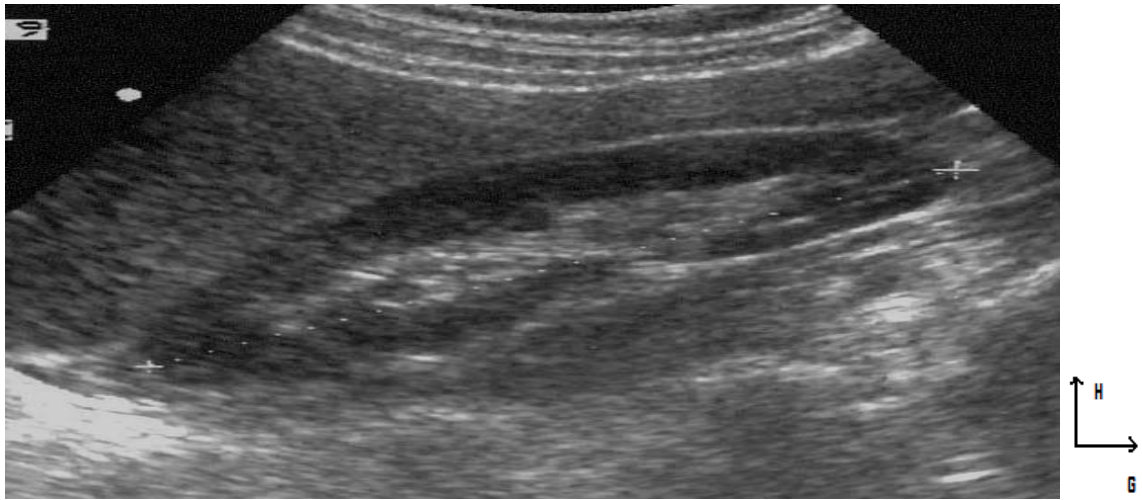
Image échographique d'un rein normal.
